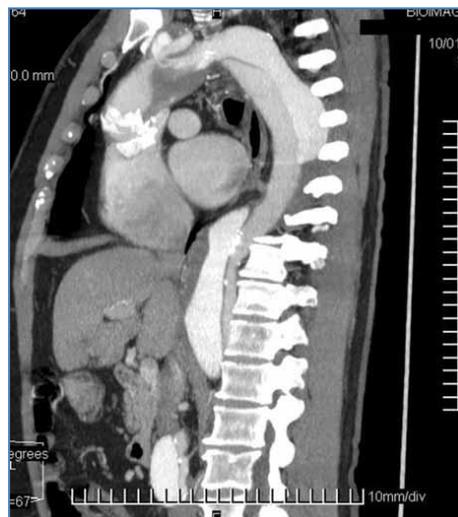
Tomografía axial computada multicorte de una disección aórtica compleja, con disección asociada del tronco arterial braquiocefálico. Las imágenes proporcionadas permiten realizar las mediciones necesarias para definir una estrategia terapéutica
